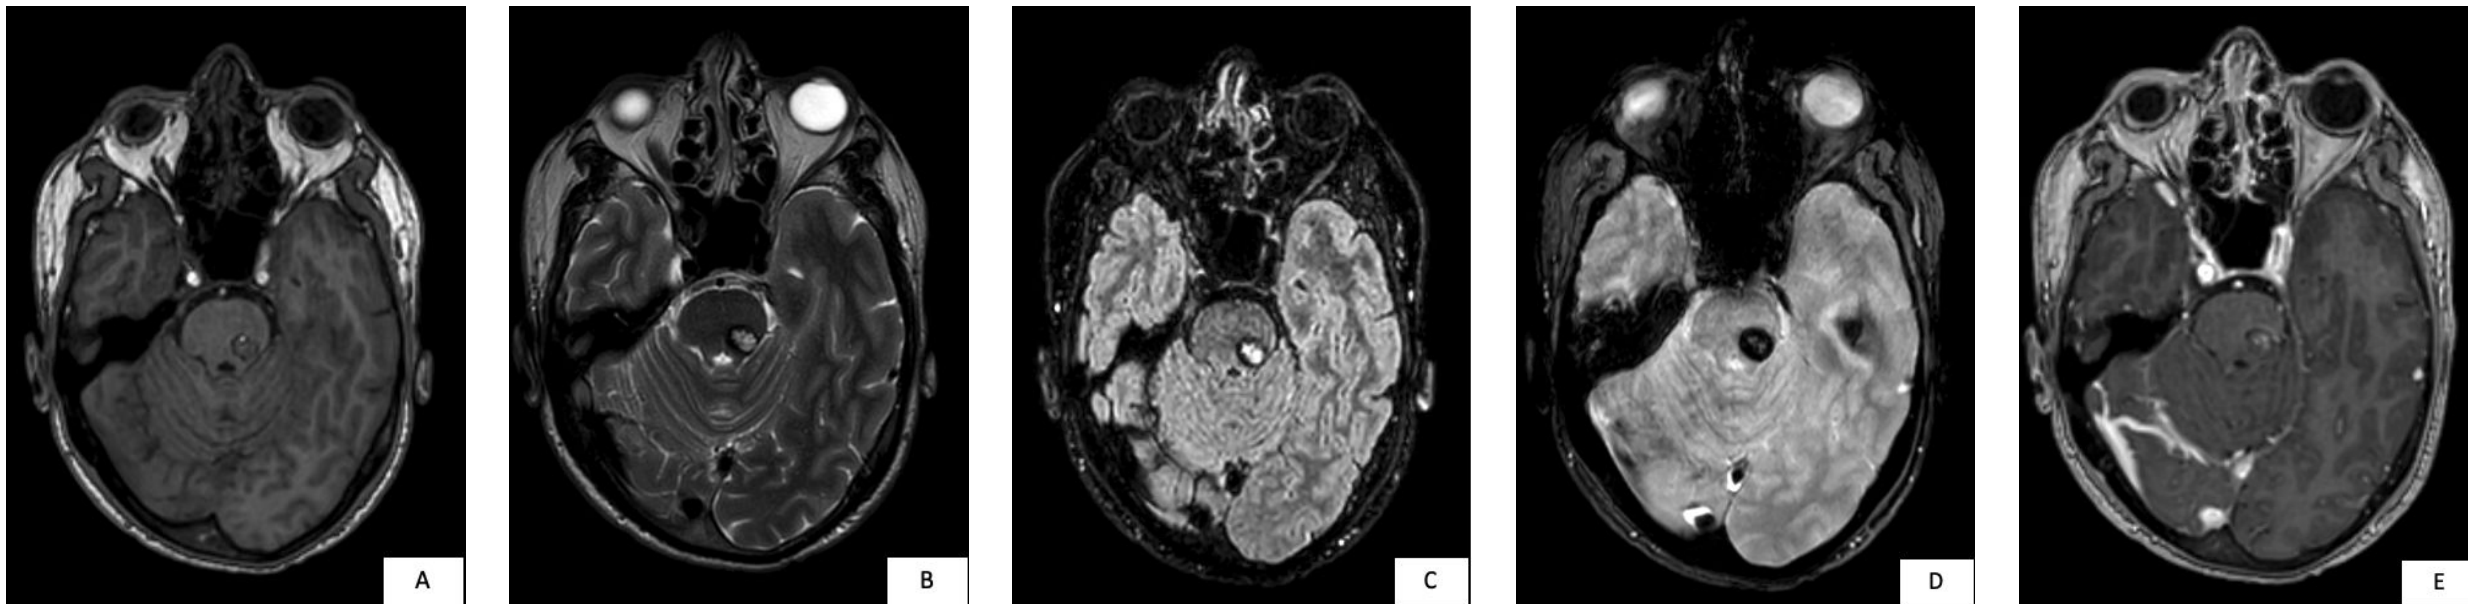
Cavernoma en tronco encefálico con sangrado subagudo tardío. Imágenes en plano axial ponderadas en T1 (A), T2 (B), FLAIR (C), T2* (D) y T1 con contraste i.v. (E). Se observa una lesión mesencefálica que afecta al colículo inferior y al margen supero lateral izquierdo de la protuberancia. Presenta morfología redondeada y márgenes bien definidos, con un halo hipointenso visible en todas las secuencias, especialmente marcado en T2* (efecto "blooming"). La lesión es hiperintensa en T2 y muestra captación heterogénea tras la administración de contraste i.v. En su margen anterior se identifica un foco de hiperseñal en T1, hipointenso en T2, compatible con un punto de sangrado subagudo tardío. No presenta restricción significativa de la difusión (imagen no incluida), ni edema perilesional, ni efecto de masa relevante sobre las estructuras adyacentes. En conjunto, los hallazgos son sugestivos de cavernoma como diagnóstico más probable.
